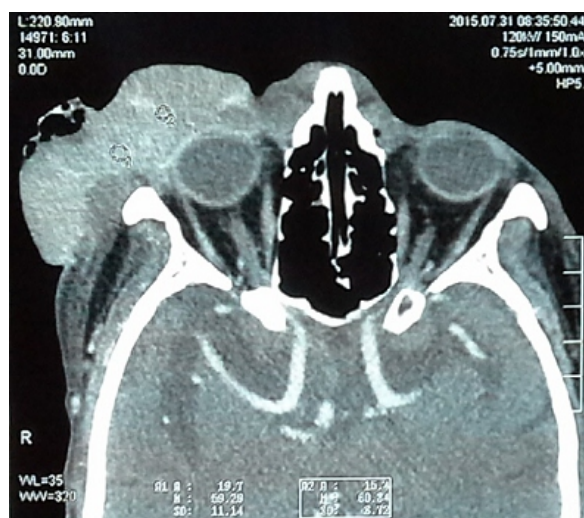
Resonancia magnética Tumor con exenteración orbitaria.
